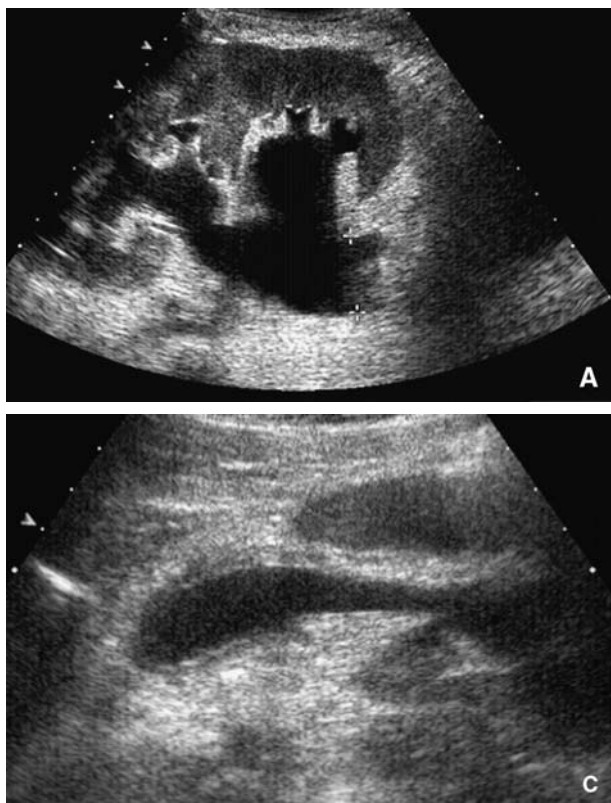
Complications de la greffe rénale en échographie bidimensionnelle.
